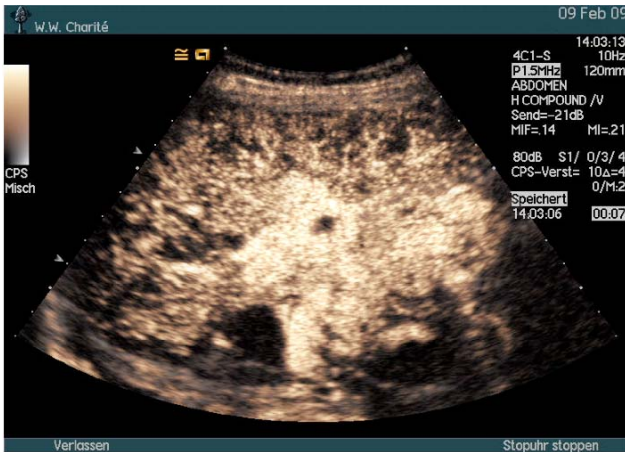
Heterogene PET-Kontrastierung (7 s p.i.)
